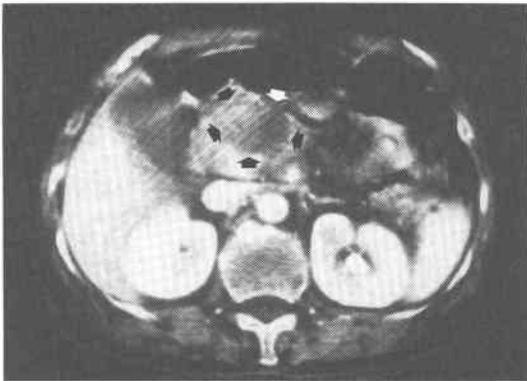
非切除腭頭部癌例の治療前 dynamic CT. 矢印は腫瘍を示す。
